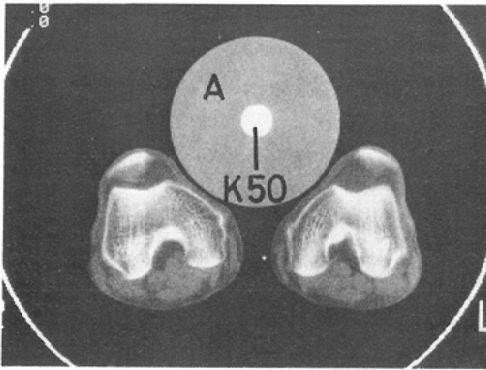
(a) A CT-image of condyles of femurs together with the phantom-II.
